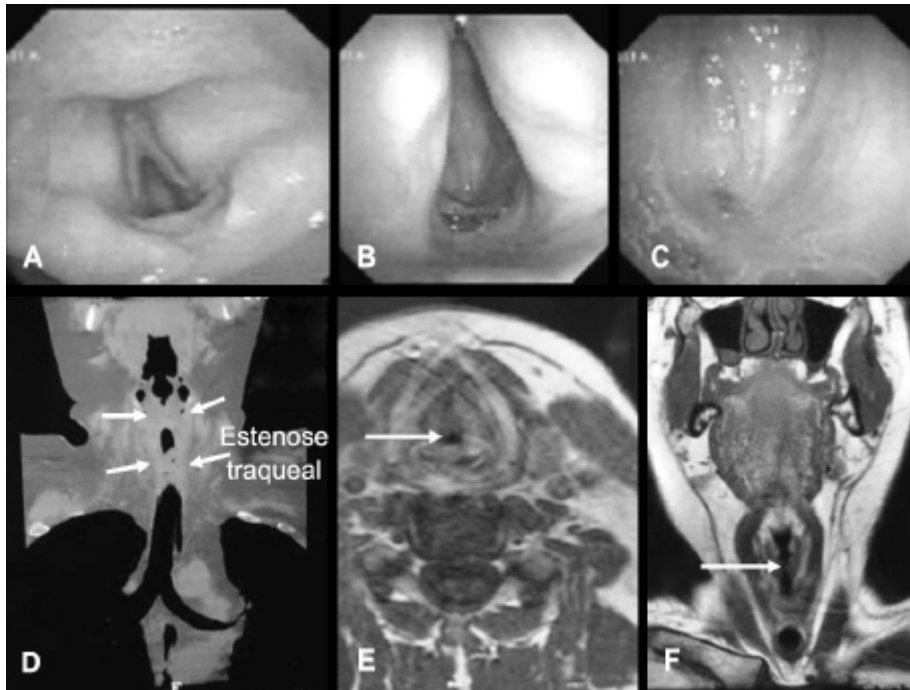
A, B e C. Imagens de laringoscopia direta evidenciando supraglote e glote normais (A) e estenose “em fundo cego” da subglote (B e C). D. Corte coronal de tomografia computadorizada evidenciando estenose laringotraqueal “em fundo cego” (setas). E. Corte axial de ressonância magnética mostrando estenose subglótica (seta). F. Corte coronal de ressonância magnética mostrando estenose “em fundo cego” da subglote.
